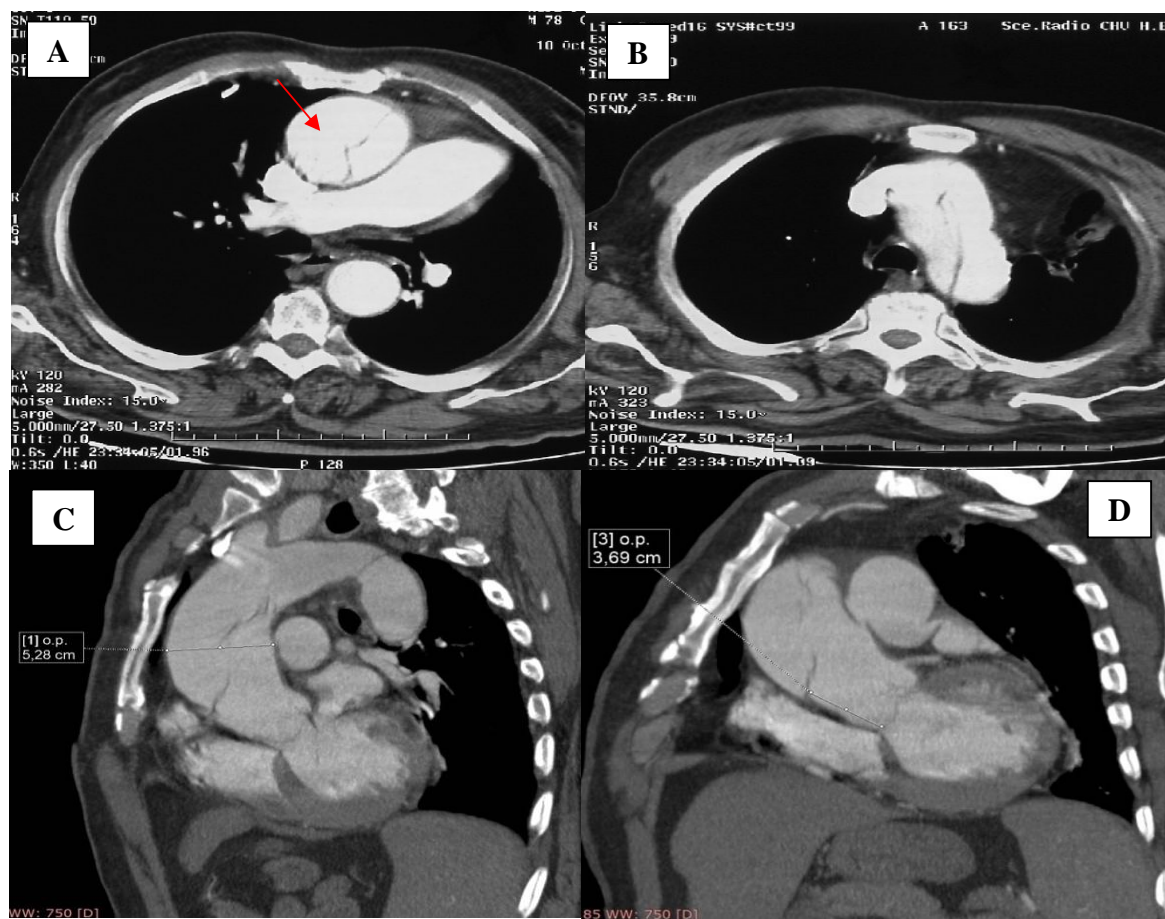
(A, B, C and D) : Contrast CT angiography with section axial images (A and B) demonstrating ascending aortic dissection with patent false lumen (Arrow). From oblique sagittal plane images, ascending aorta is dilated (C) and intimal flap appeared sparing the aortic valve and Valsalva sinus (D).
